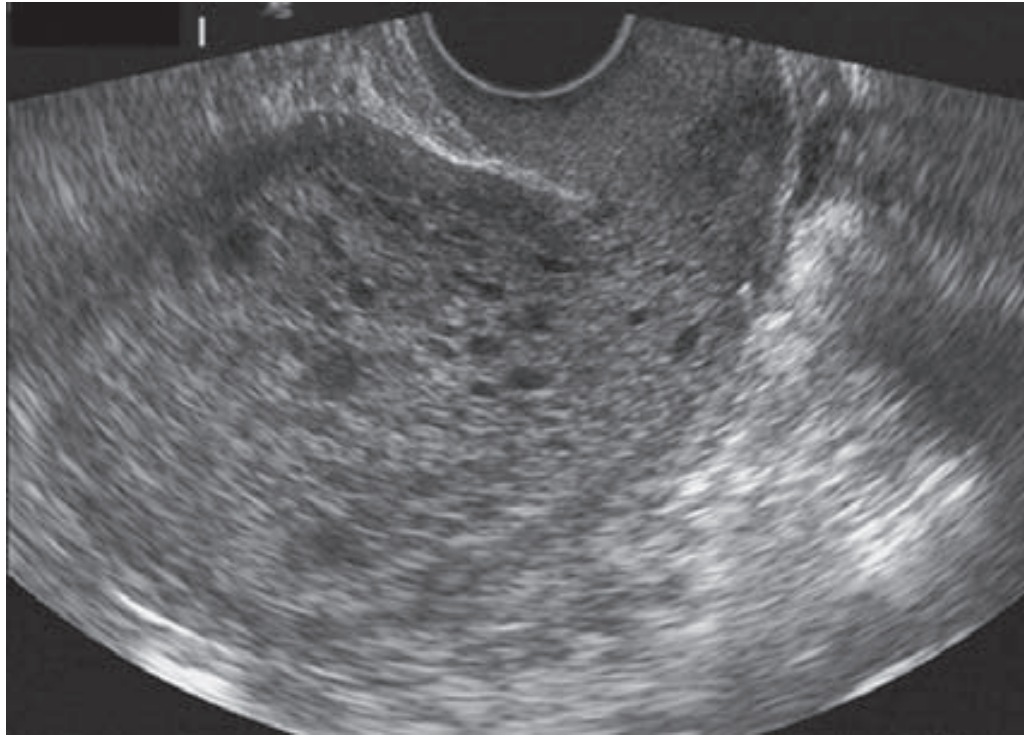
Ecografía de mola hidatiforme completa. La apariencia clásica en “tormenta de nieve” se crea por las múltiples vesículas placentarias que llenan por completo la cavidad uterina. (Por cortesía de la Dra. Elysia Moschos.)
